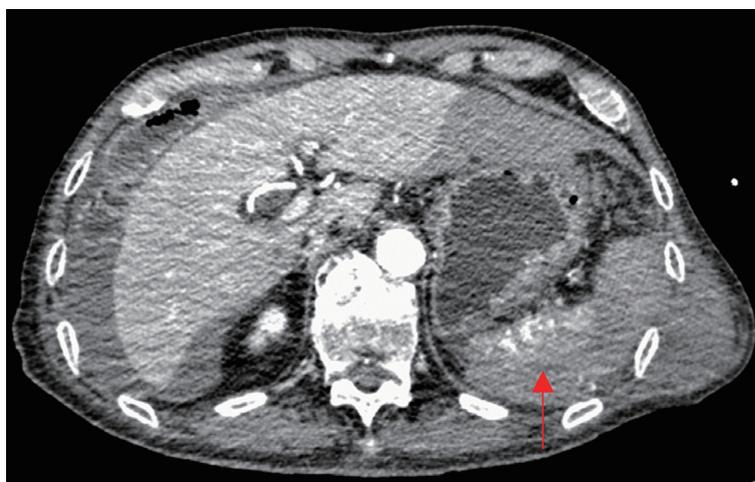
造影CT：左側腹部筋肉内血腫と脾臓損傷。造影剤漏出像も認める（↑）。
